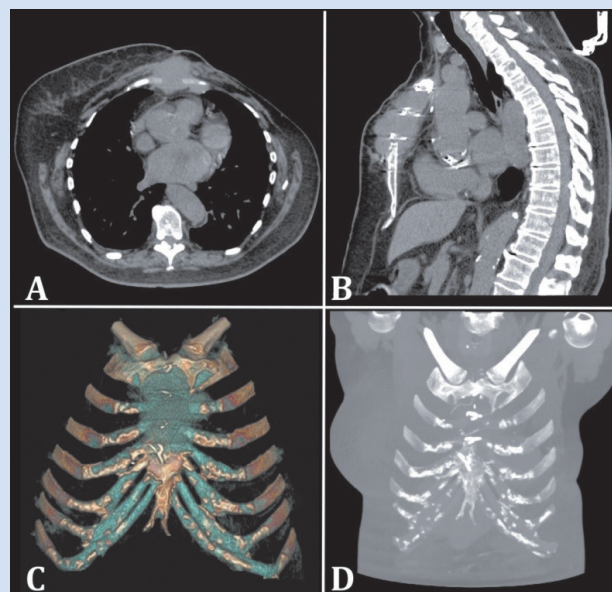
МСКТ органов грудной клетки без контрастирования (февраль 2021 г.): A, B – аксиальный срез на уровне средней трети грудины и сагиттальный срез по срединной линии; C, D – трехмерная реконструкция и фронтальная проекция с реформатированием грудины
